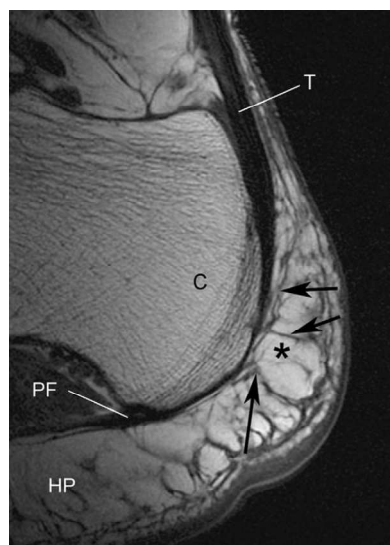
Immagine di RM della zona calcaneare
